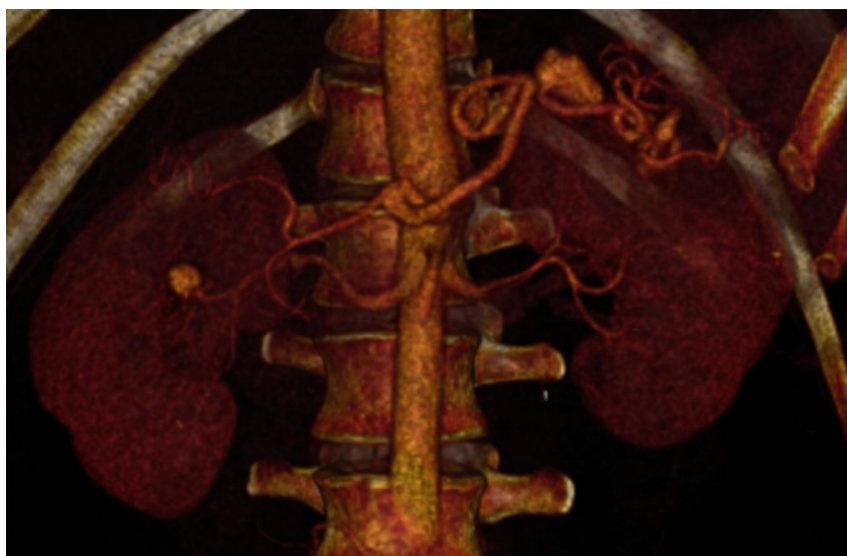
Reconstrução de angiotomografia evidenciando aneurisma em artéria esplênica e artéria renal.
